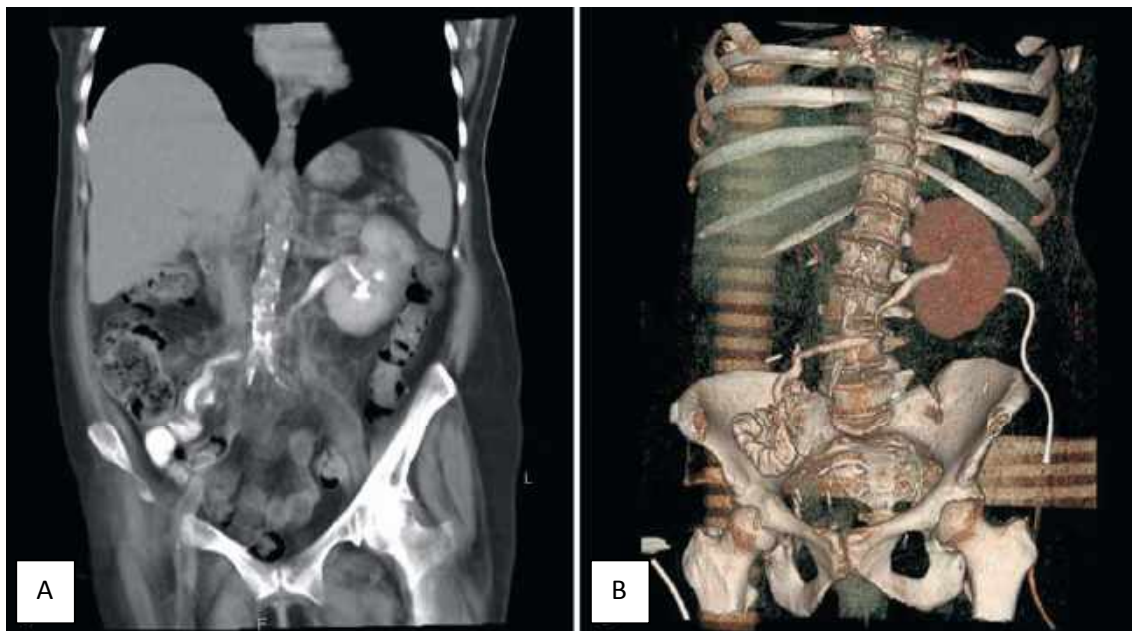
Tomografía computarizada en corte coronal-oblicuo a la semana de la reintervención, que muestra una vía urinaria permeable y sin fugas, resultante de transposición ureteral izquierda-derecha tras nefrectomía derecha. 2B. Reconstrucción tridimensional de la vía urinaria y del reservorio ileal.
